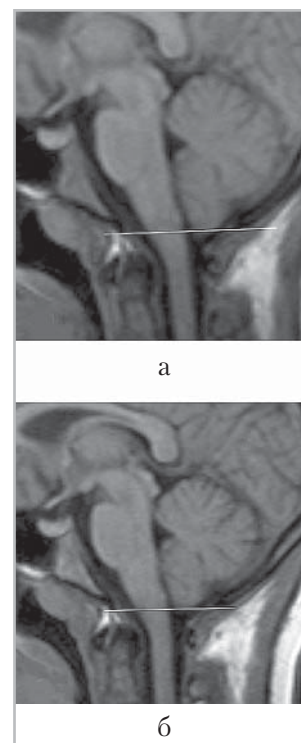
МР-томограммы головы той же пациентки (сагиттальные Т1-ВИ), выполненные при поступлении в клинику (*а*) и через 2 нед после курса терапии (*б*). Отмечено, что при первичном исследовании выявляется пролапс миндалин мозжечка в большое затылочное отверстие, который уменьшился на фоне лечения, при нормализации клинической картины (белыми линиями обозначена плоскость большого затылочного отверстия)
